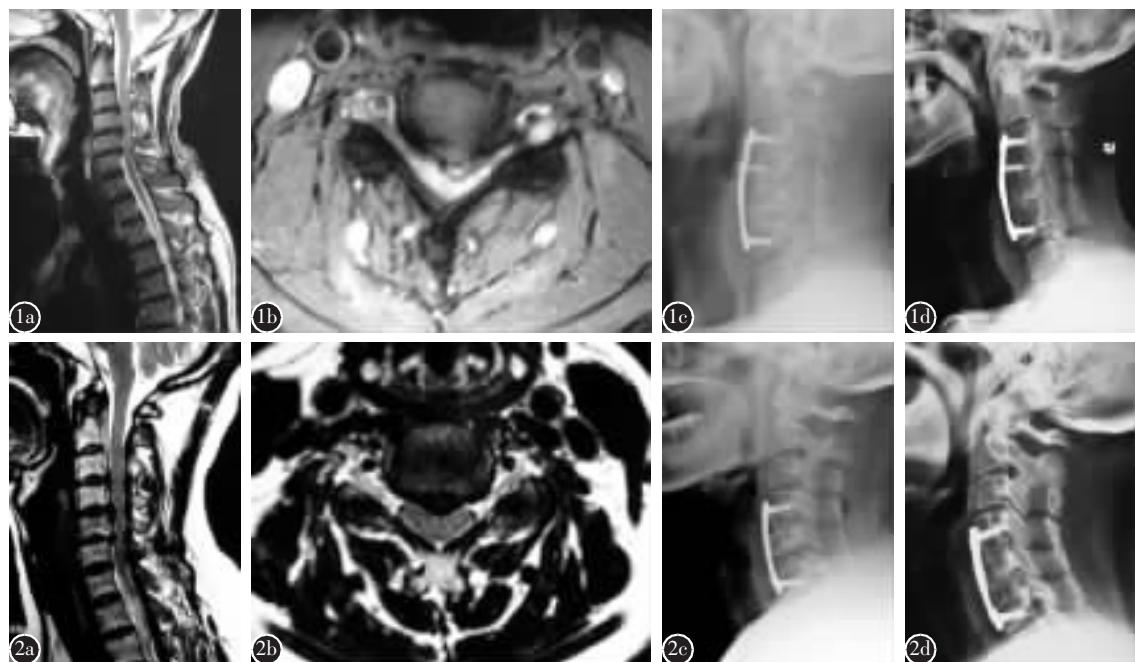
a MP 治疗组术前 MRI 矢状像示椎管狭窄,脊髓受压明显 b MP 治疗组术前 MRI 水平像示椎管前后径小,脊髓受压明显 c MP 治疗组术后侧位 X 线片示内固定位置良好 d MP 治疗组术后 1 年侧位 X 线片示椎间植骨融合
